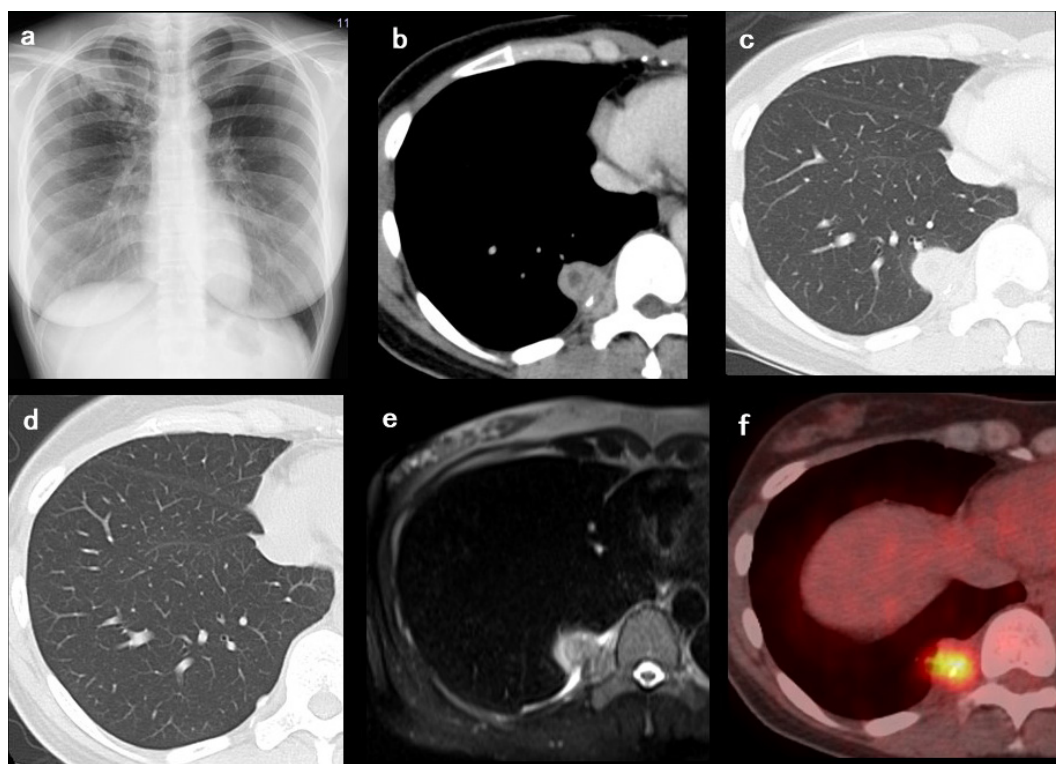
Chest X-ray revealed a mass shadow in the right lower lung field (a). Contrast-enhanced computed tomography (CT) showed a 15-mm mass lesion with a low-density area protruding from the right 9th intercostal space into the thoracic cavity on the right side of the ninth thoracic vertebra (b, c). Chest CT scan 5 years ago showed calcification on the pleura without the mass lesion (d). Chest MRI on T2-weighted image showed that the mass protruded around the parietal pleura to both thoracic cavity and intercostal muscles (e). Positron emission tomography/CT showed increased uptake of fluorodeoxyglucose in the mass and the maximum standardized uptake value (SUVmax) is 10.68 (f).
